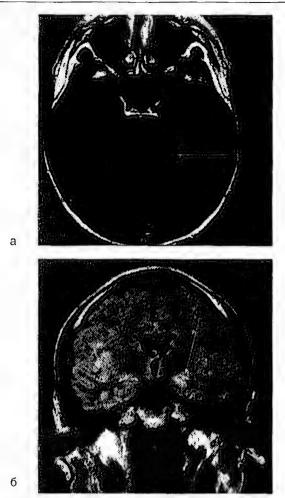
Магнитно-резонансная томография, T_1 -режим. Глиозноизменённый участок левой гиппокамповой извилины (эпилептический очаг): а — боковая проекция; б — прямая проекция
